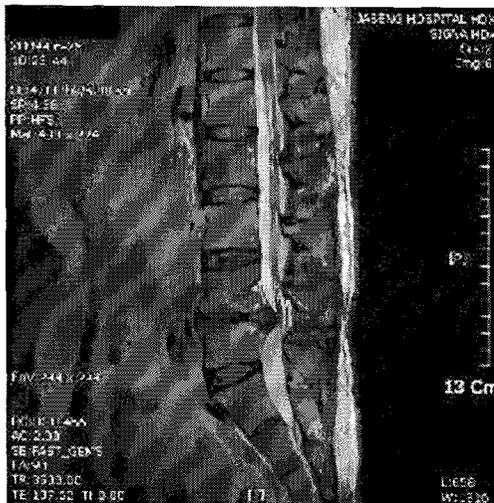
L-spine MRI (2009. 06. 25) 본원 내원시 영상 (sag. axi.)
